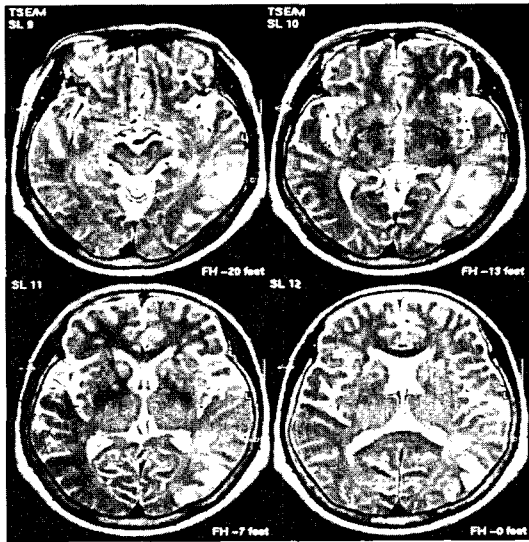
T-2 weighted MRI showing the infarction in the left temporal and parietal areas
